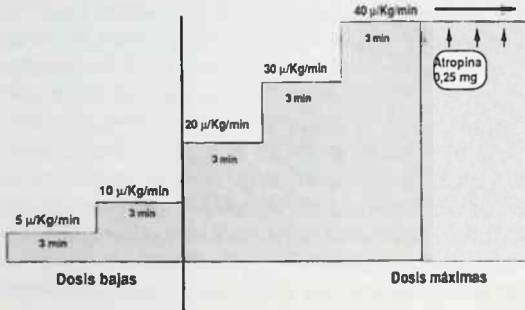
Protocolo de ecocardiografía con dobutamia.
